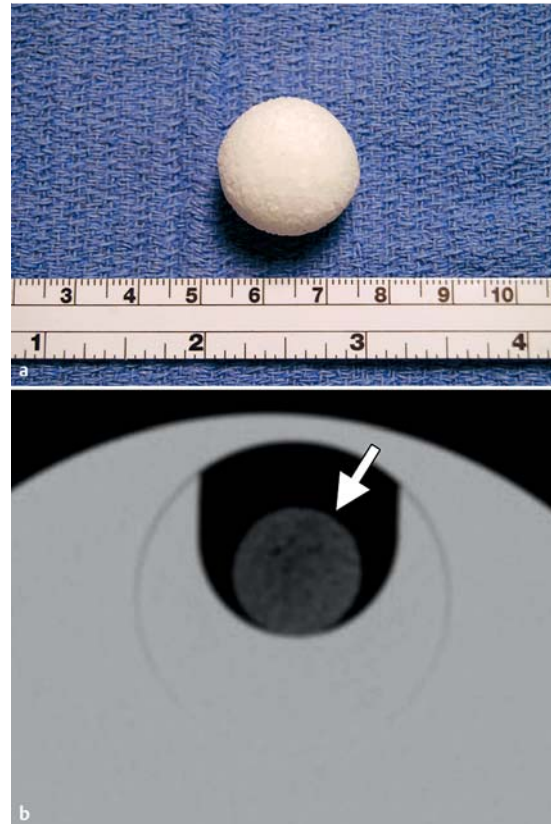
Orbitaimplantat aus porösem Polyethylen. a Foto eines 20 mm großen Orbitaimplantats aus porösem Polyethylen vor dem Einsetzen. b CT-Aufnahme eines Phantoms mit Orbitaimplantat aus porösem Polyethylen (Pfeil): durchgängig niedrige Dichte des porösen Polyethylens sowie zahlreiche Foki im Inneren mit einer Dichte wie Luft als Folge des porösen Aufbaus.
